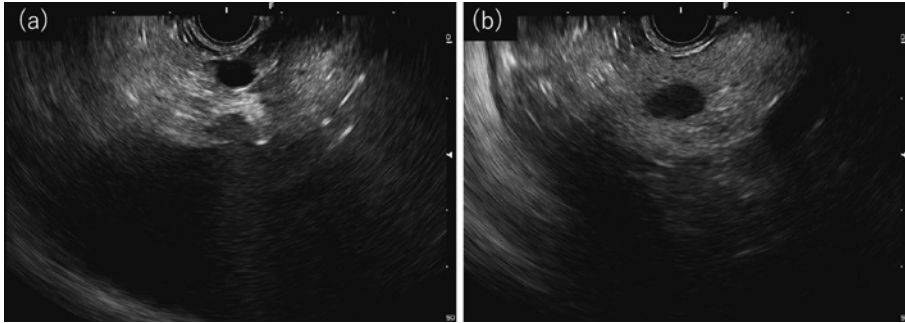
超音波内視鏡. (a) 背側の結節, (b) 腹側の結節.
